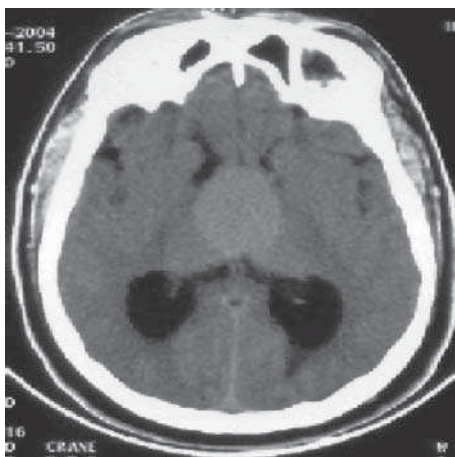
TDM : Kyste colloïde de 4 cm de diamètre, isodense [7].
